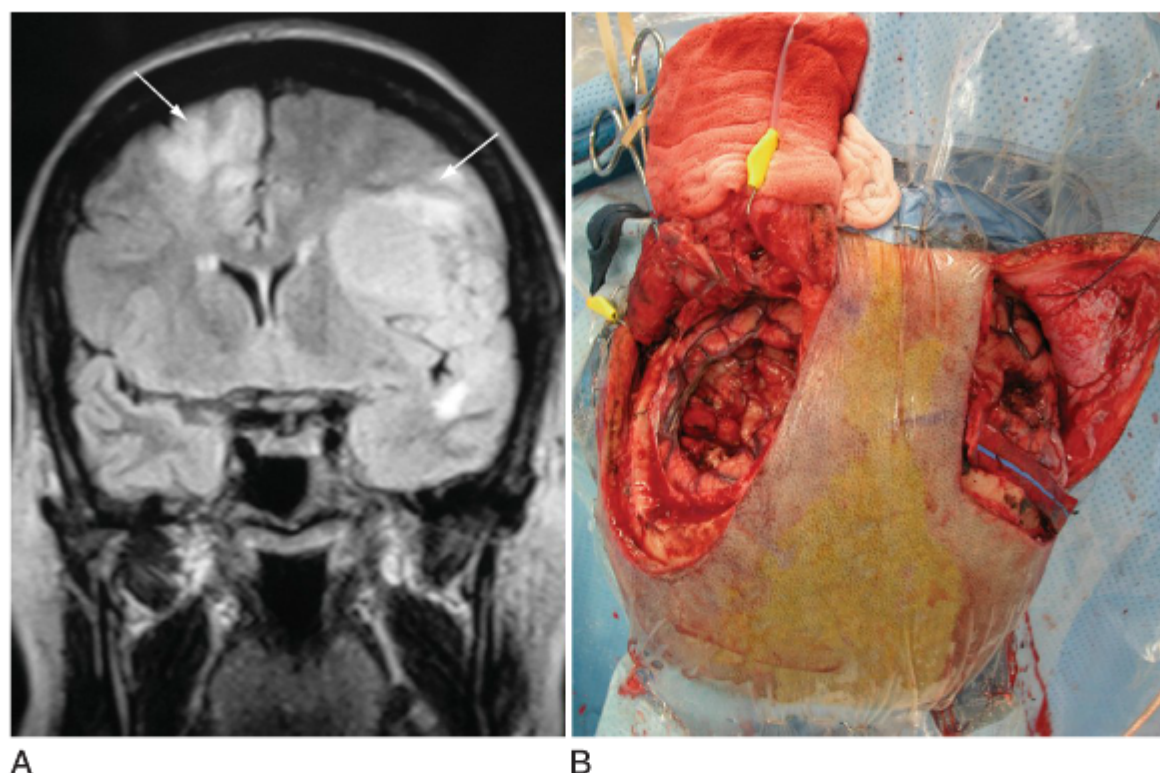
A, Uma RM coronal com sequência *FLAIR* de um paciente com dois tumores metastáticos simultâneos ao longo dos lobos frontais direito e esquerdo (*setas*). B, Craniotomias frontais simultâneas, direita e esquerda, para a ressecção de ambas as lesões metastáticas.
